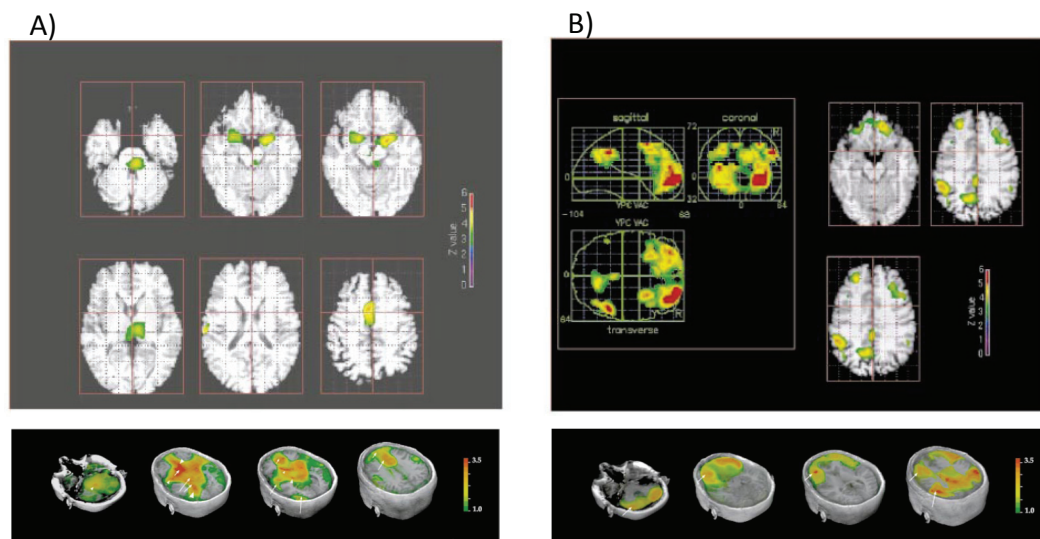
imagerie fonctionnelle cérébrale (tomographie par émission de positons) au cours du sommeil lent et du sommeil paradoxal
